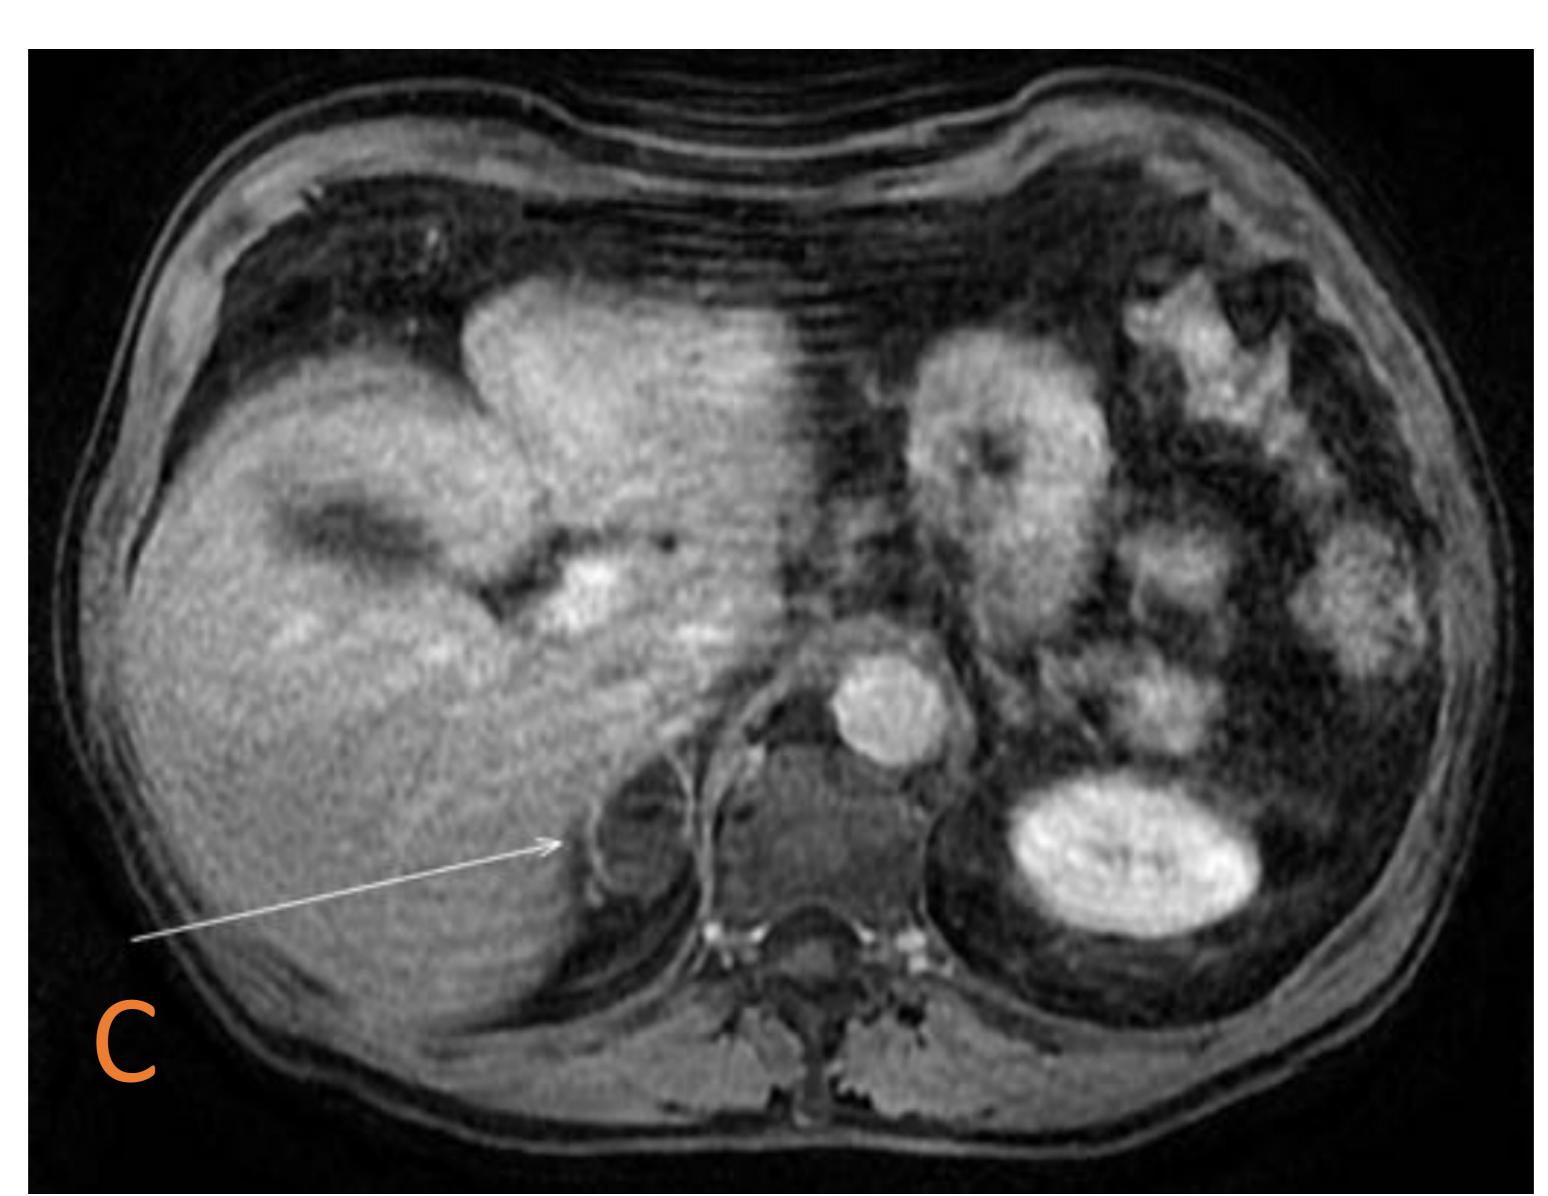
Quiste adrenal unilateral. TC de abdomen con CIV en fase venosa (A), RM potenciada en T2 (B) y RM potenciada en T1 con saturación y gadolinio en fase venosa (C). Lesión adrenal derecha (flecha) bien circunscrita, con centro hipocaptante (< 20 UH) y pared fina realzante (A). En T2 muestra intensidad de señal líquido (B). En el estudio de RM dinámico con gadolinio (solo mostrada la serie venosa) se confirma la ausencia de captación de contraste (C).
